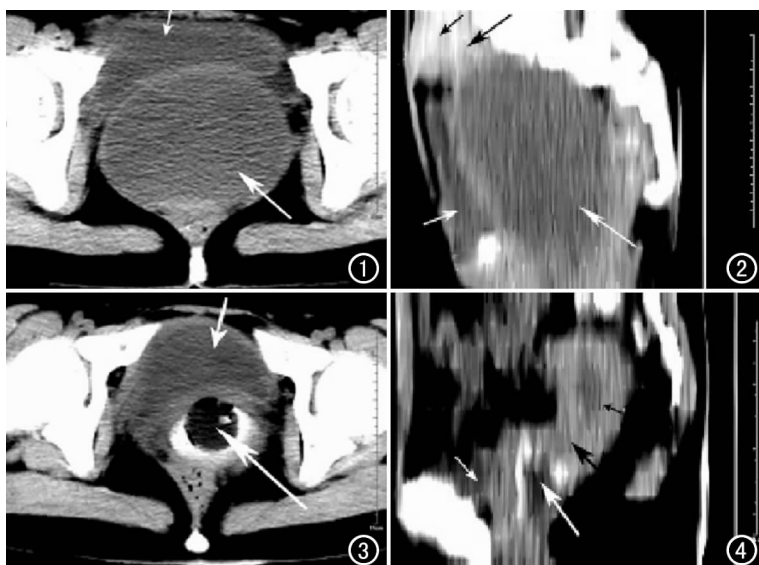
CT 平扫, 示膀胱(短箭)与直肠间巨大囊柱状低密度影, 囊壁厚、均匀(长箭)。图 2 CT 增强扫描矢状面重组, 示膀胱(短箭)后病变呈气球样占据盆腔, 上宽下窄, 囊壁轻度强化, 病变囊腔内无强化(长箭), 子宫体明显受推举上移并强化(黑短箭), 宫颈管扩张不明显(黑长箭)。图 3 术后阴道造影 CT 平扫, 示膀胱(短箭)后阴道定位明确, 轮廓清楚(长箭), 原膀胱直肠窝囊影消失。图 4 术后 CT 扫描矢状面重组, 示盆腔内囊影消失, 膀胱(短白箭)及阴道穹窿(长箭)显示清楚, 术前受推举上移的子宫体(黑短箭)及宫颈(黑长箭)已回位。
